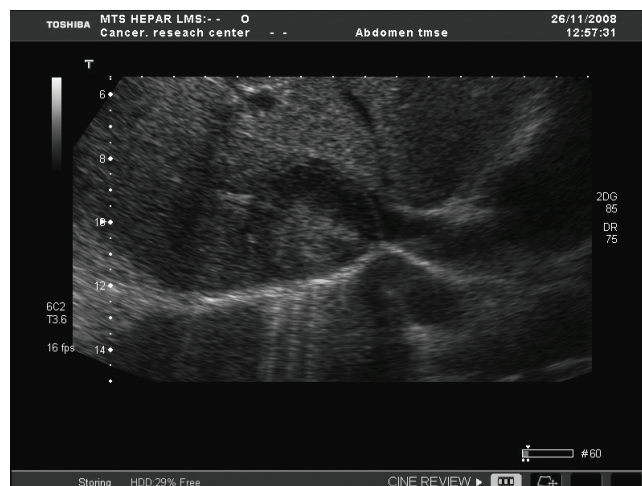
Ультразвуковая томограмма больной ЛМС с метастазами в печени, выполненная трансабдоминальным доступом в поперечной плоскости.
